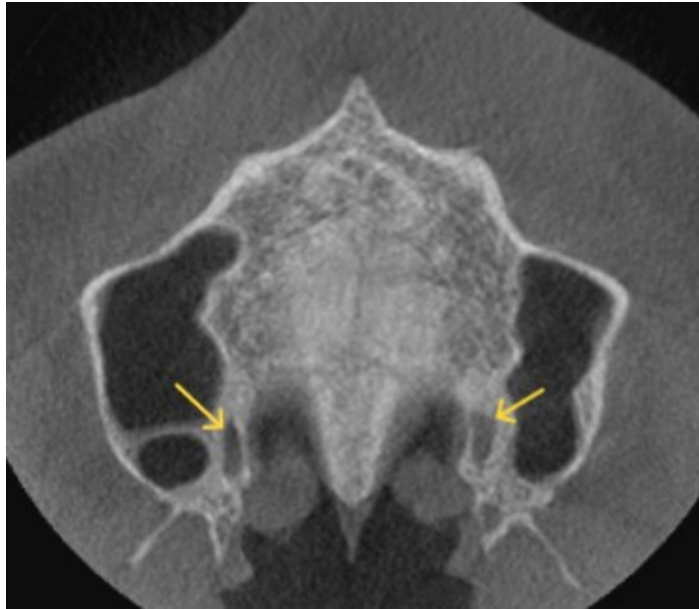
Coupe horizontale de cone beam illustrant 2 foramens grand palatin postérieurs à la limite entre palais dur et palais mou (images obtenues dans le service d'odontologie du CHU de Lille).
